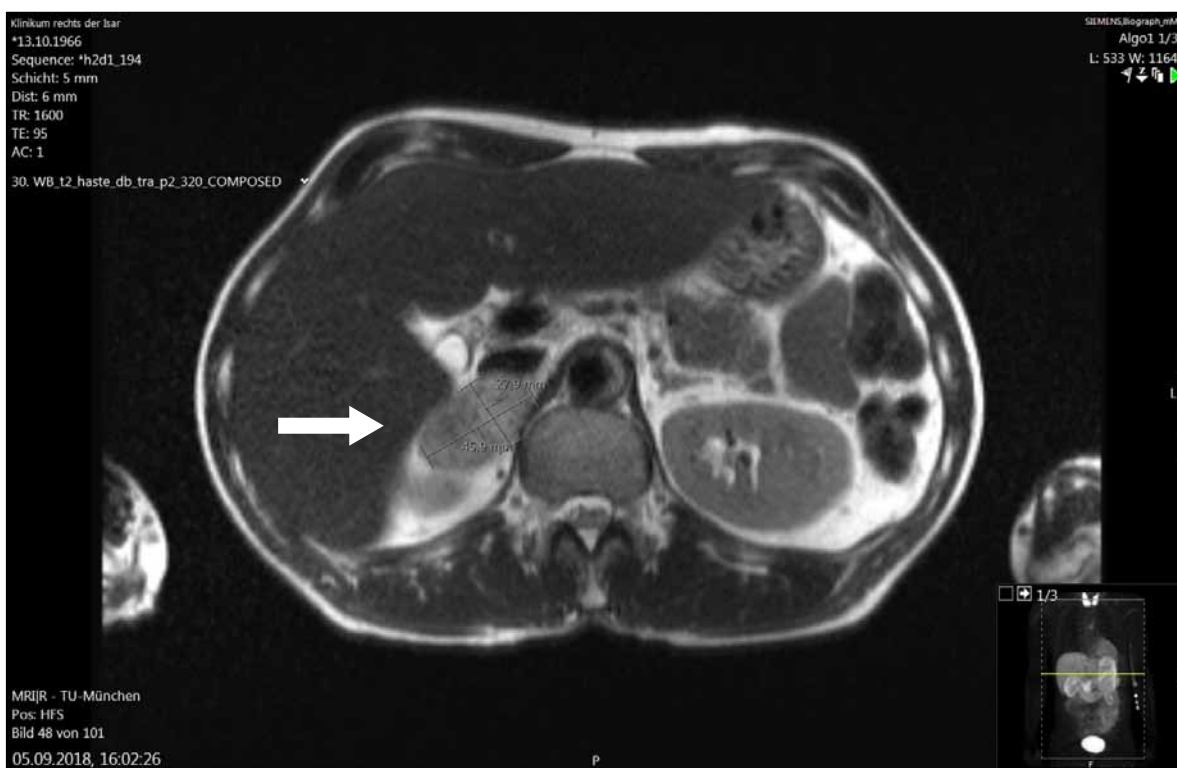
T2-weighted magnetic resonance imaging of a pheochromocytoma of the right adrenal gland in a 52-year-old male patient.
